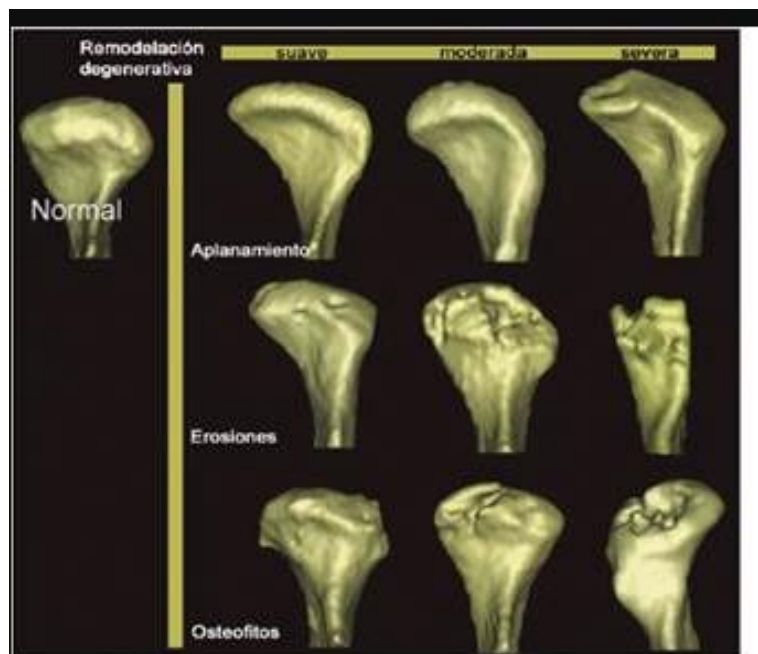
Representación 3D de TC que muestra la asociación de la forma condilar asociada a los cambios degenerativos. (19)
